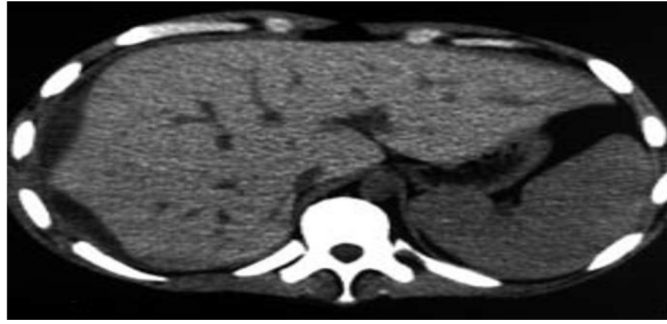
Hématome sous-capsulaire hépatique. Le scanner est plus sensible que l'échographie pour les petits hématomes hépatiques sous-capsulaires.
